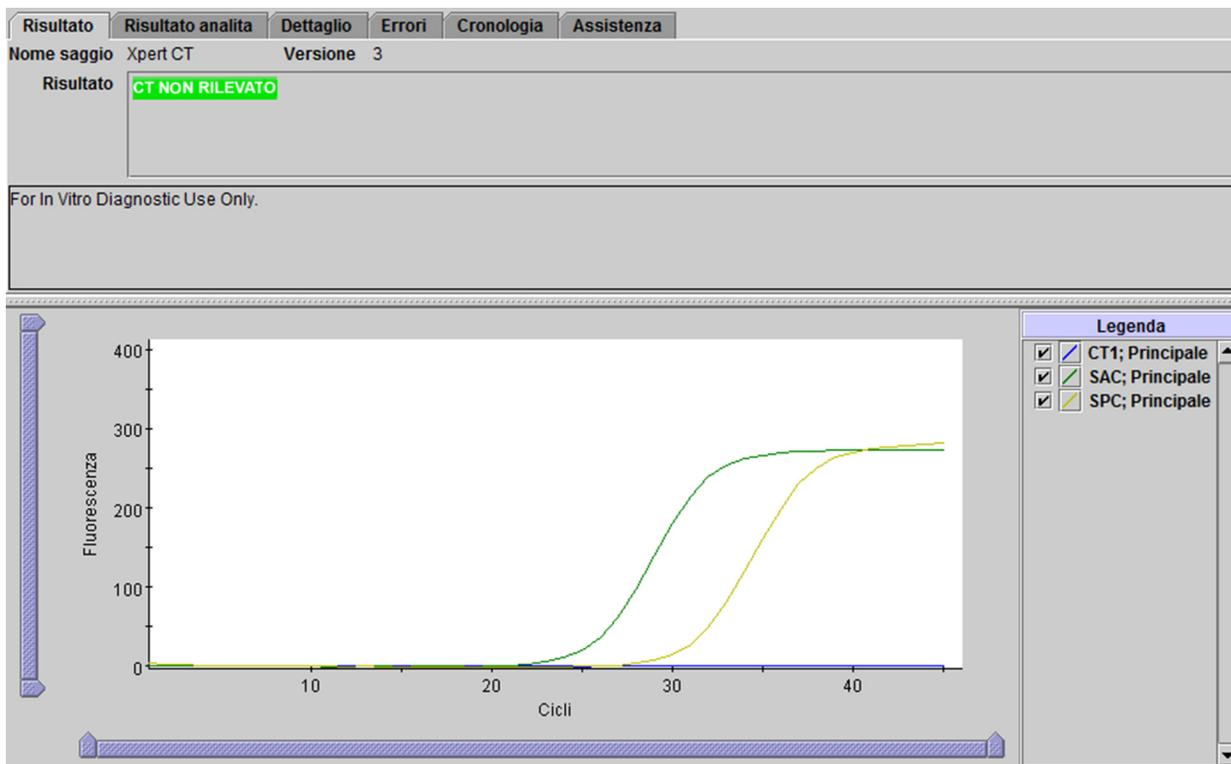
Esempio di risultato CT NON RILEVATO
